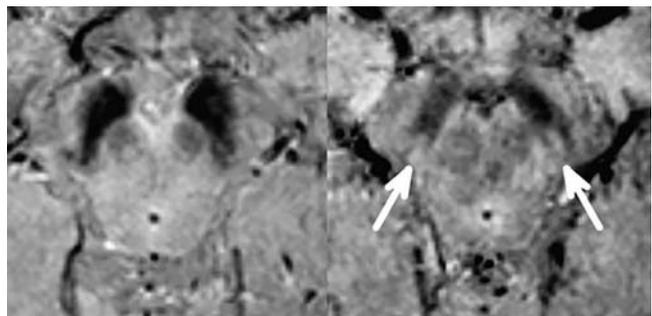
Высокопольная МРТ головного мозга (SWI-режим): слева — пациентки с болезнью Паркинсона (женщина 60 лет, 53 балла по Объединенной шкале оценки болезни Паркинсона), nigrosome-1 отсутствует с обеих сторон; справа — здорового человека (женщина 61 года), nigrosome-1 присутствует с обеих сторон [10]
